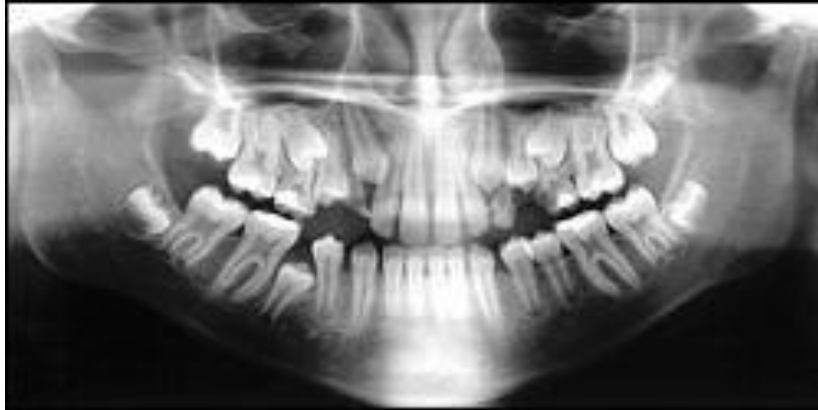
Radiografia panorâmica que evidencia falta de espaço.
